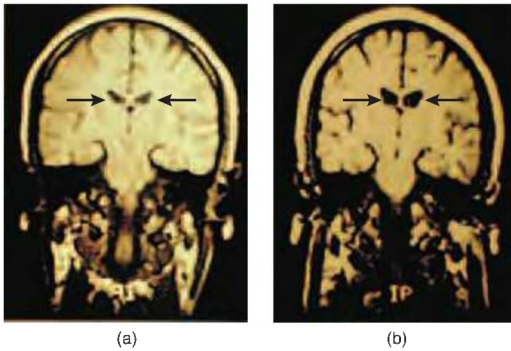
Imágenes de RM del cerebro de gemelos discordantes para la esquizofrenia
